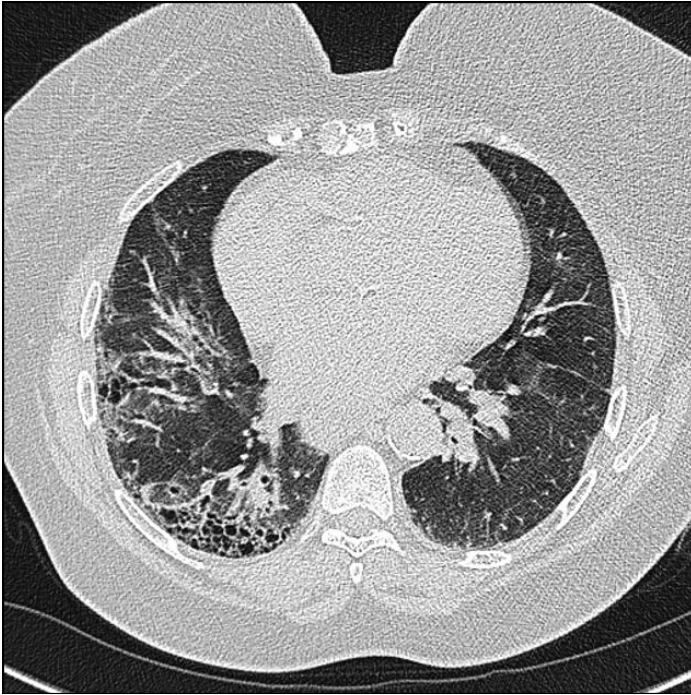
Warrick skorlamasında yer alan beş farklı lezyon tipi örnekleri: buzlu cam dansitesi. 65 yaşındaki kadın hastaya ait BT görüntüsünde bronşiyal ve vasküler yapıların seçilebildiği dansite artışı şeklinde buzlu cam dansiteleri mevcut.
